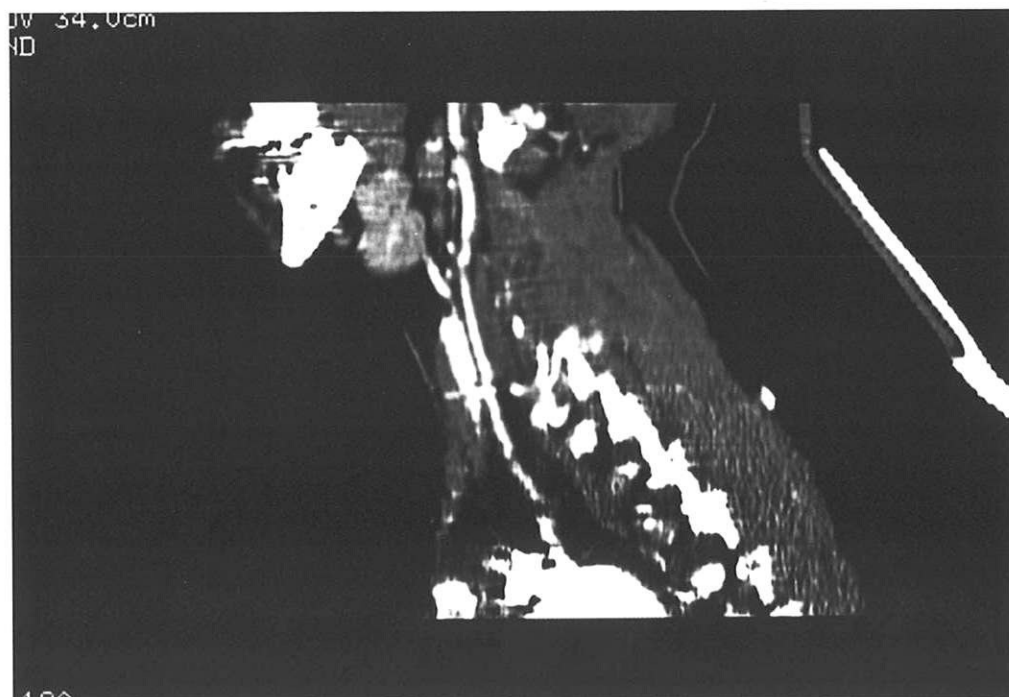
TDM spiralé avec IV en MIP (Maximum Intensité Projection) en reconstruction coronale. Février 1997 :
